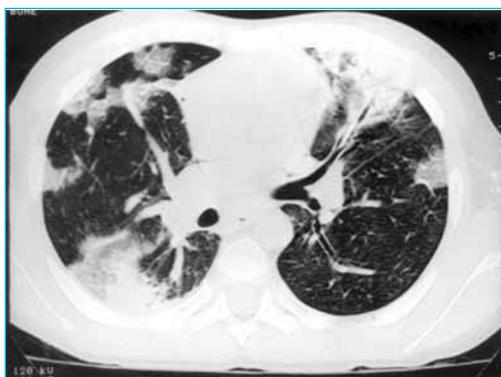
Tomografía Computarizada realizada con la técnica de alta resolución (TACAR) de un niño de 8 años, afecto de lupus eritematoso sistémico.
